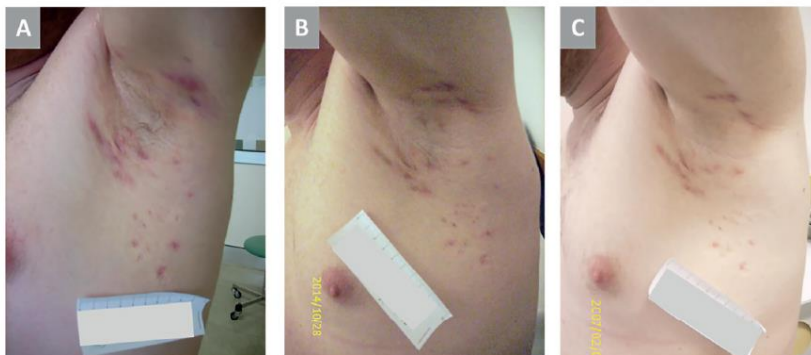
Läsionen in der rechten Achselhöhle eines Probanden der TC+L / L Gruppe zu Beginn der Studie (A), zur Bewertung des primären Endpunkts in Woche 16 (B) und nach der Periode B in Woche 32 (C). (Bilder entstammen der Originalpublikation, siehe Quellenangabe)
